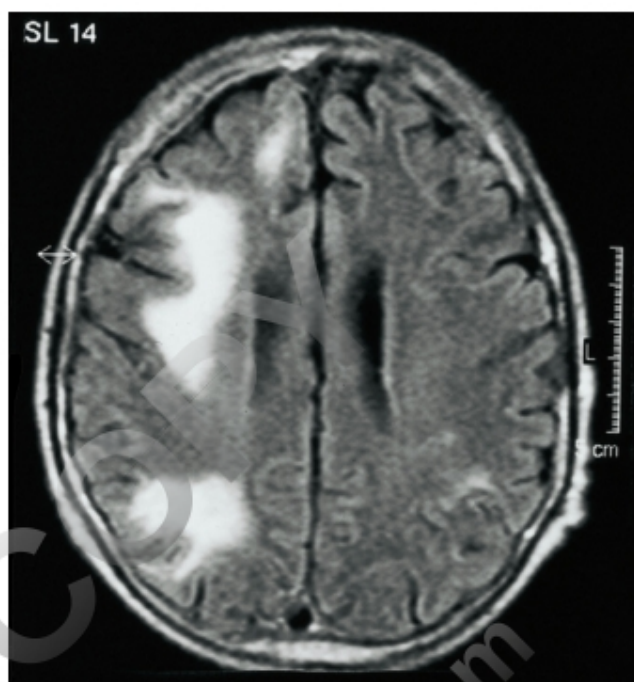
Leucoencefalopatía multifocal progresiva. RM que muestra lesiones hiperintensas múltiples en la sustancia blanca.
